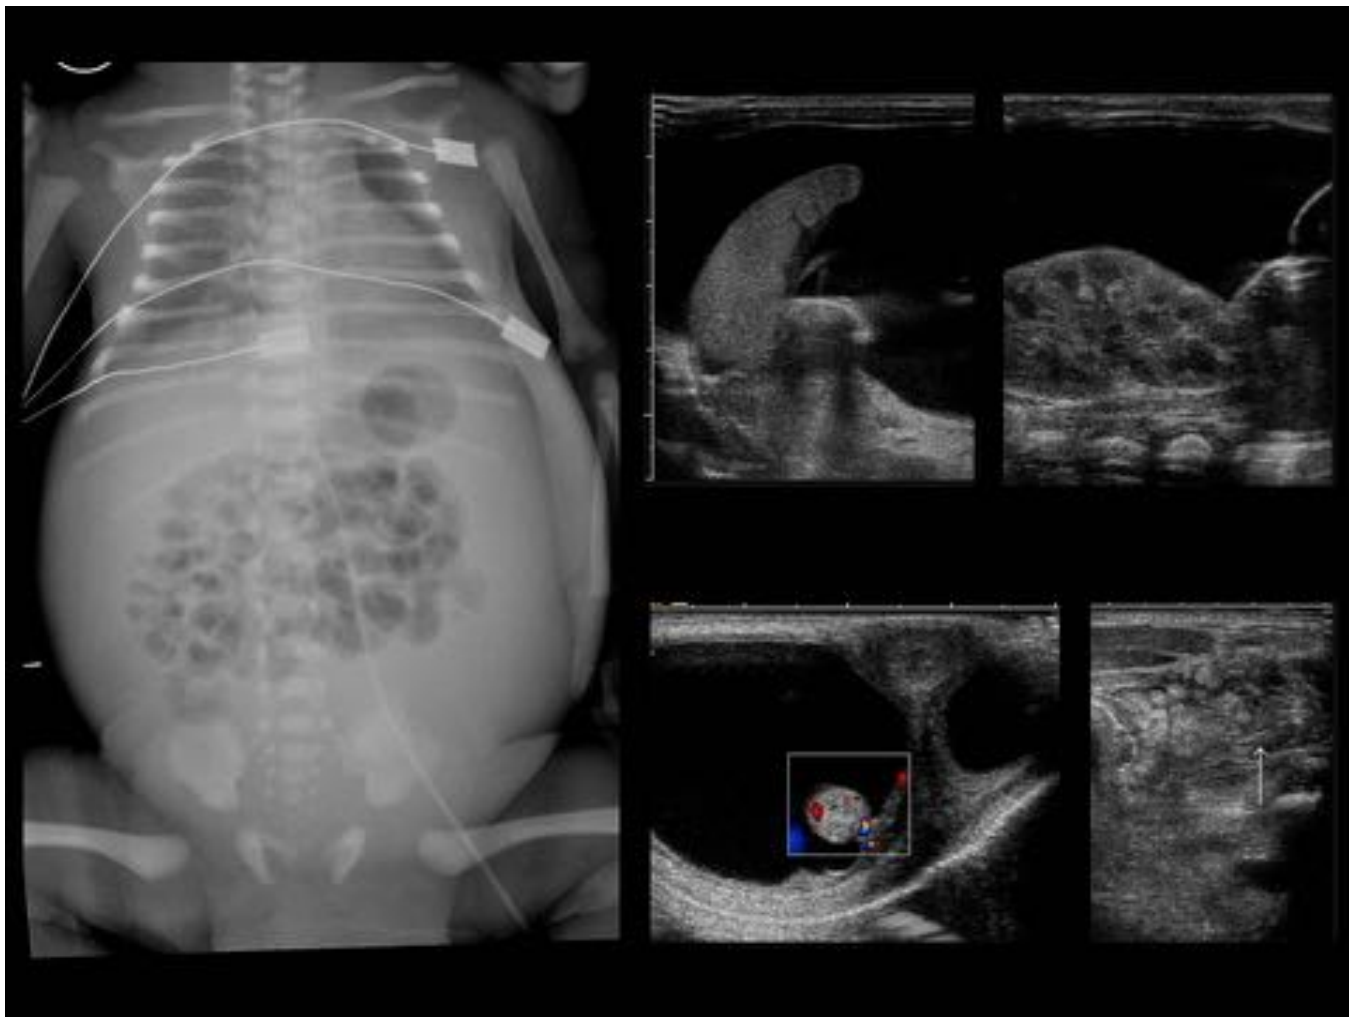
ASCITIS QUILOSA. RNPT. Diagnóstico intraútero precoz de derrame pleural bilateral, tratado con drenaje prenatal y posteriormente ascitis. Polihidramnios. Distensión desde el nacimiento. Radiografía con distensión abdominal marcada y escrotal. Asas de calibre normal, centralizadas, estando los flancos y la pelvis ocupados (signos de líquido libre). Ecografía con ascitis masiva y edema del mesenterio (flecha). Ascitis en bolsas escrotales, por permeabilidad del conducto peritoneo-vaginal.
